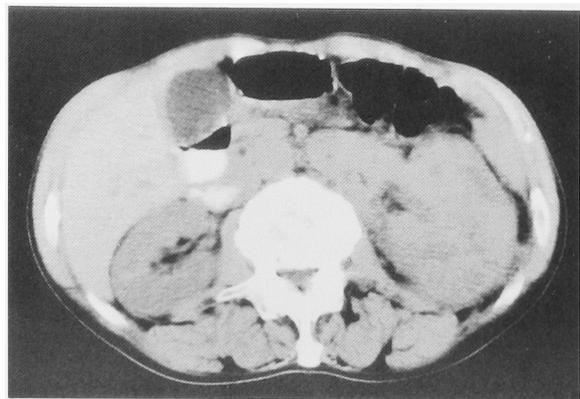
Abdominal CT scan reveals a left renal tumor with tumor thrombus in the renal vein.
